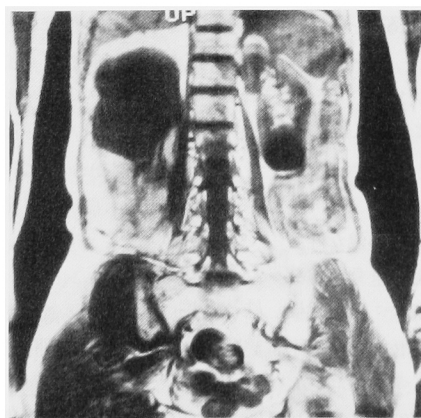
MRI shows a large retroperitoneal tumor which corresponds to that demonstrated by CT scan.
